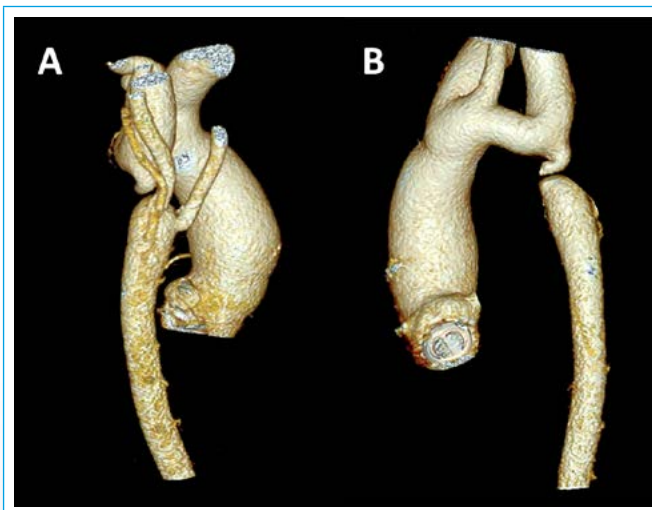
Reconstrucción de tomografía computarizada que muestra una coartación aórtica extrema con interrupción de la aorta torácica descendente media a nivel retropulmonar en un paciente afectado de válvula aórtica bicúspide portador de una prótesis aórtica mecánica
